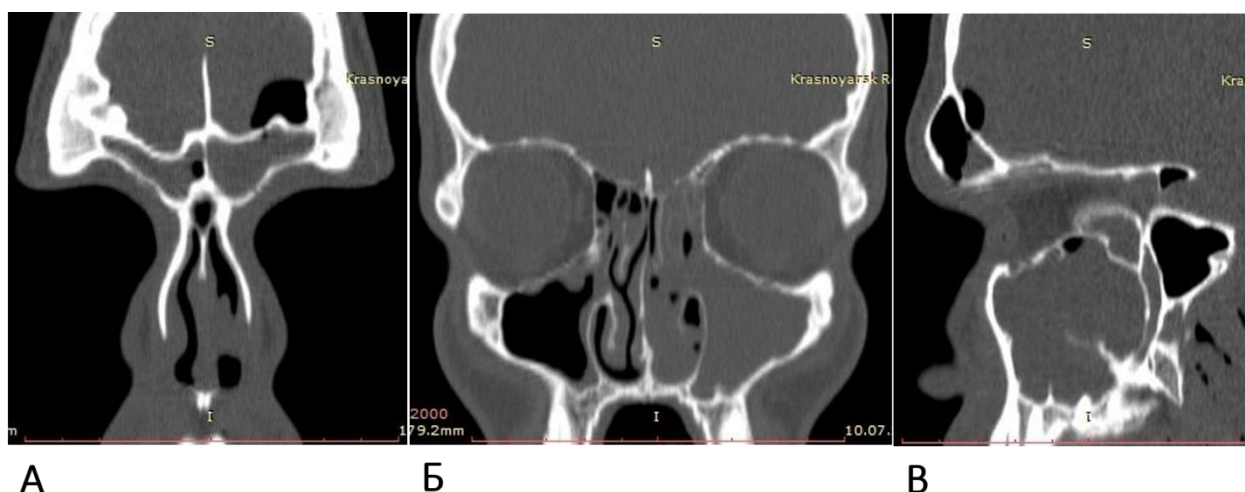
КТ околоносовых пазух пациента П., 22 лет, в коронарной (А, Б) и сагиттальной (В) проекциях. Диагноз: хронический гнойный полисинусит, риносинусогенный менингоэнцефалит, эпидуральная эмпиема левой лобной доли. На фоне гомогенного субтотального затенения лобных, решетчатых, верхнечелюстных пазух отмечаются истончение и деструкция передней и задней стенок левой лобной пазухи. В эпидуральном пространстве левой лобной доли – воздух
